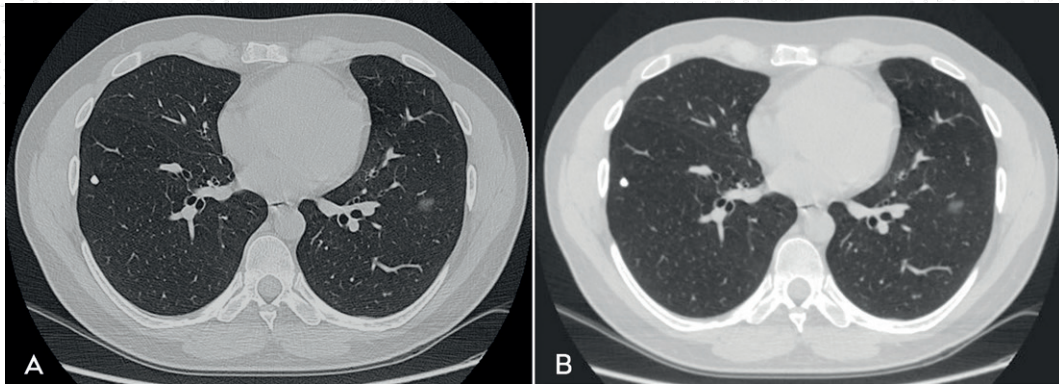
TC do tórax com janela para parênquima pulmonar. Em (A) com filtro "duro" de Kernel mis alto, a chamada TC de alta resolução. Em (B) com filtro padrão, ilustrando a diferença na resolução da imagem do parênquima. Há um nódulo cálcico no lobo inferior direito e uma pequena opacidade "em vidro fosco" no lobo inferior esquerdo.
